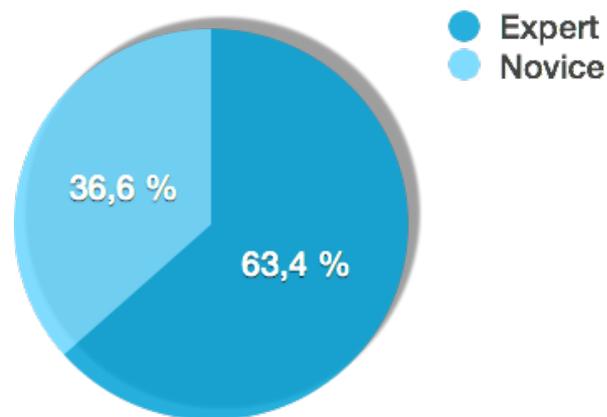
Répartition des opérateurs selon leur expérience en échographie
